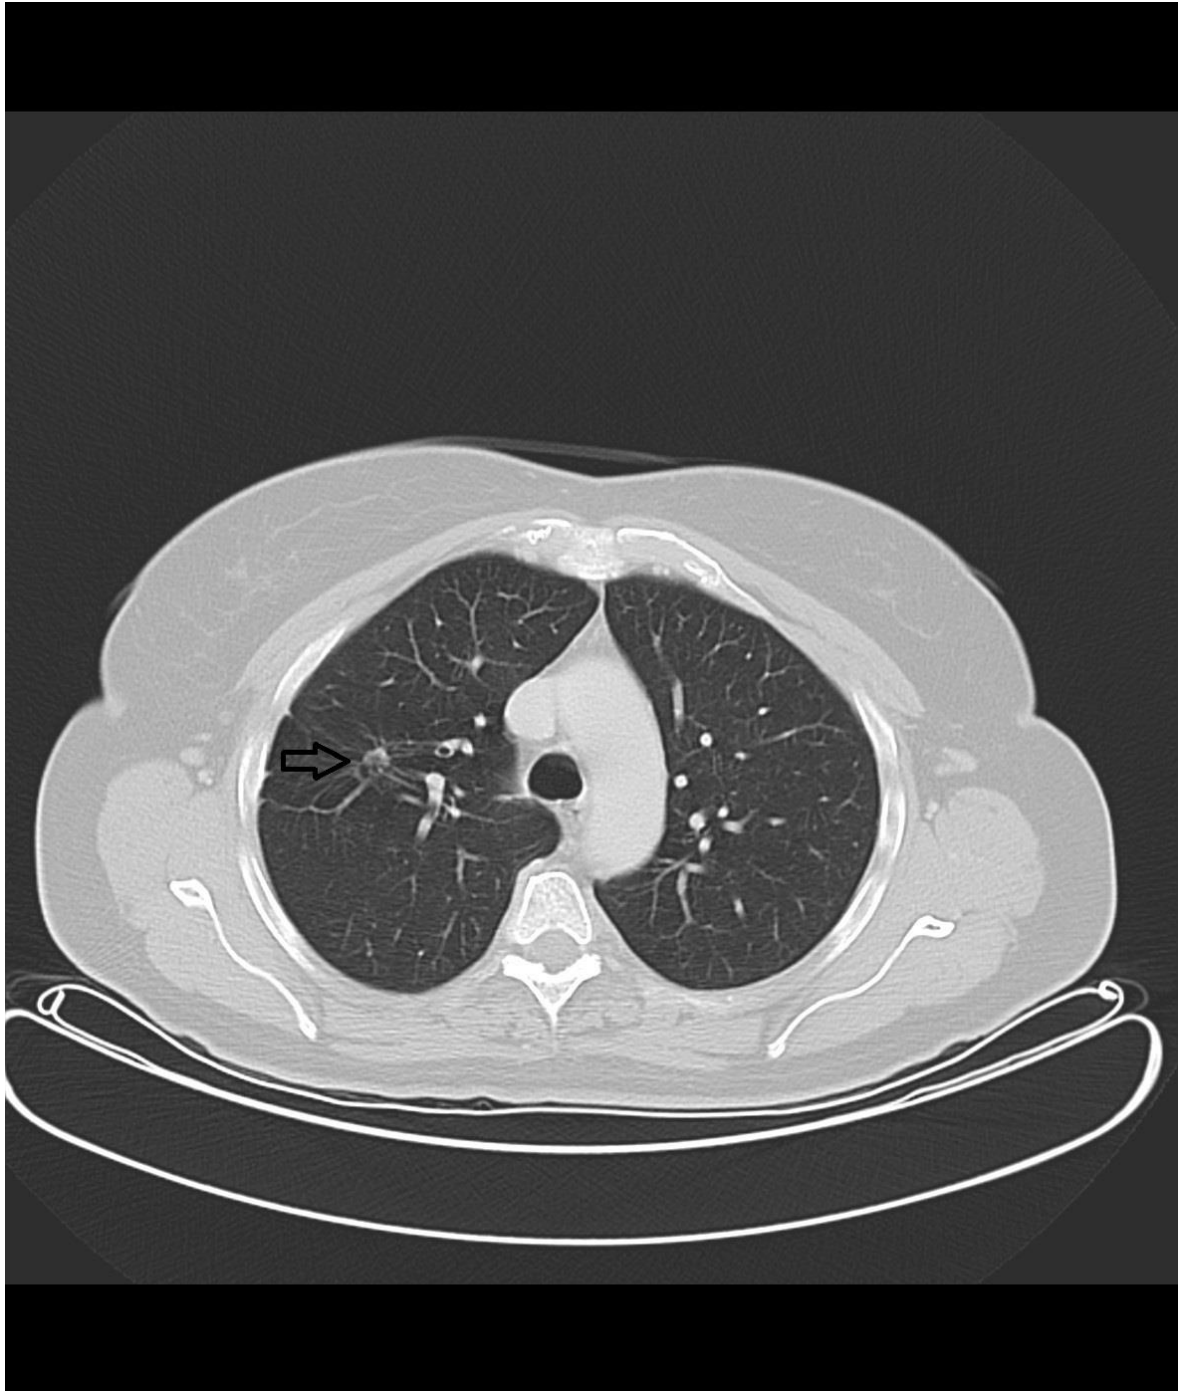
Kleiner pulmonaler Rundherd im CT: *In diesem kontrastmittelunterstützten Thorax-CT-Bild einer 61-jährigen Patientin ist im rechten Oberlappen ein etwa 0,7 cm messender pulmonaler Rundherd erkennbar.*
